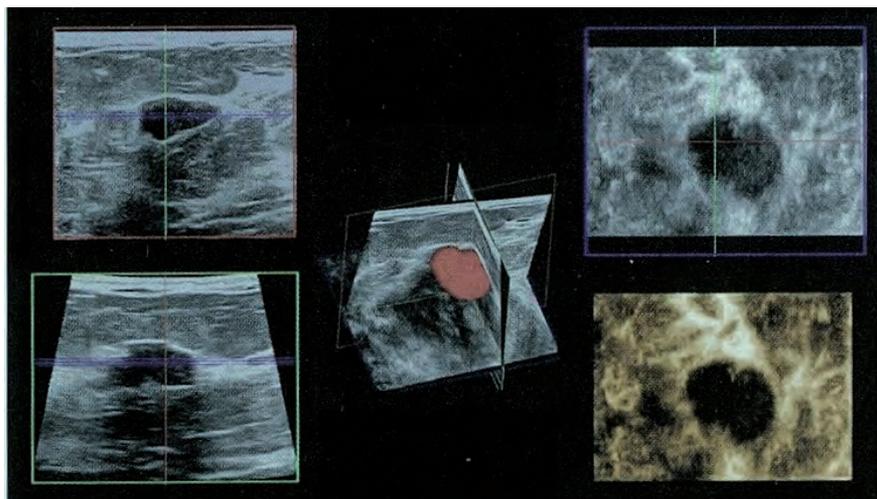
Ecografia immagine nodulare studiata con tecnica convenzionale (2D), 3D e 4D
